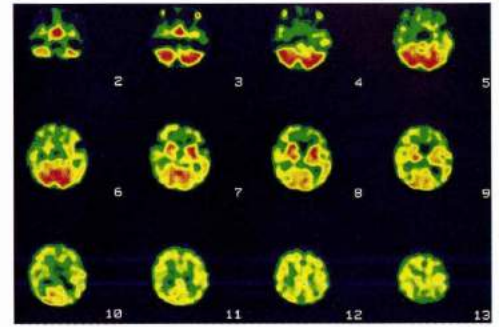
症例2 SPECT (99mTc-HMPAO)
